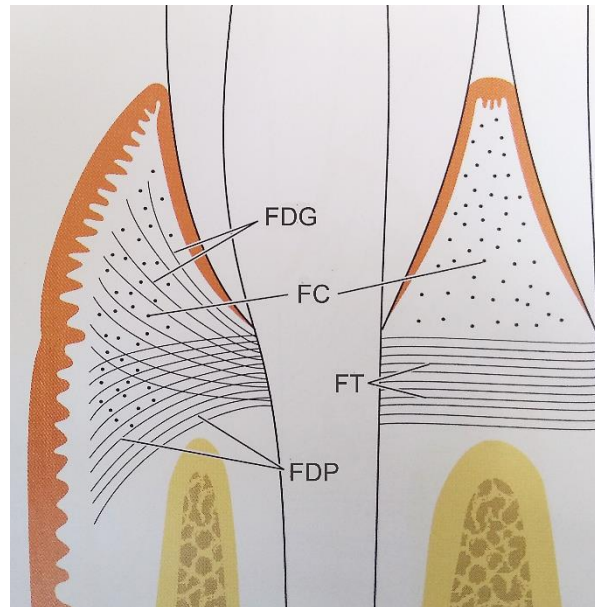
Fibras de colágena en la encía. FDG: Fibras dento-gingivales, FC: Fibras circulares, FT: Fibras transeptales, FDP: Fibras dento-periostales. Modificado de Lindhe J., 2009 [7]
